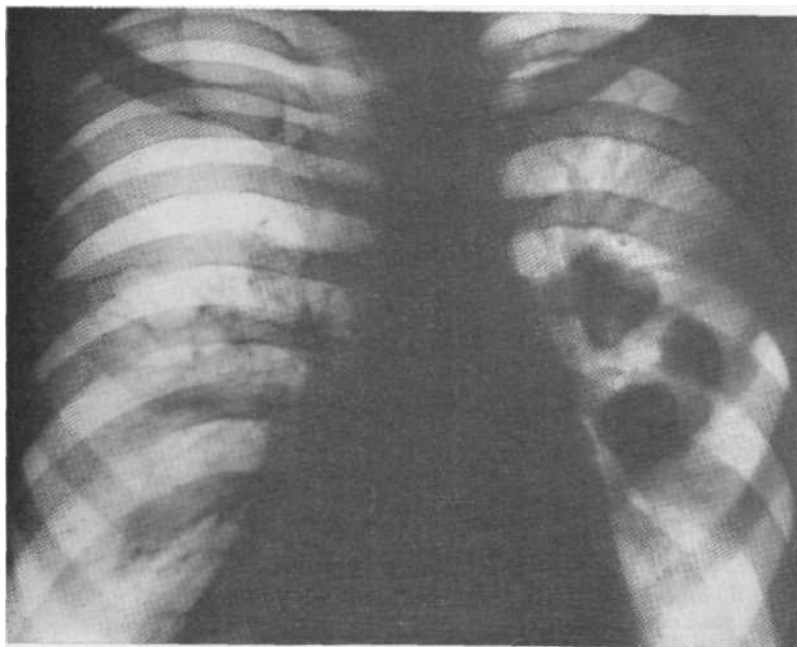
Обзорная рентгенограмма. Справа «исчезающее» легкое, слева — легкое, заполненное бронхиальными кистами. Легочный рисунок справа резко разрежен, на его фоне видны тонкостенные воздушные полости.
